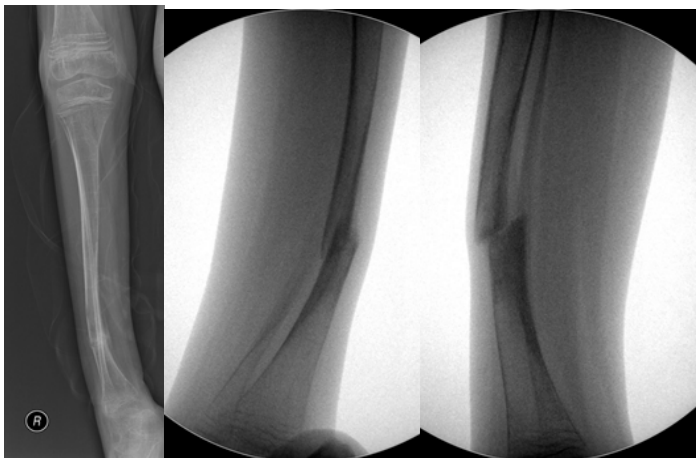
а.- обзорная рентгенограмма правой голени, ложный сустав нижней трети. б.- прямая проекция. в – боковая проекция.
